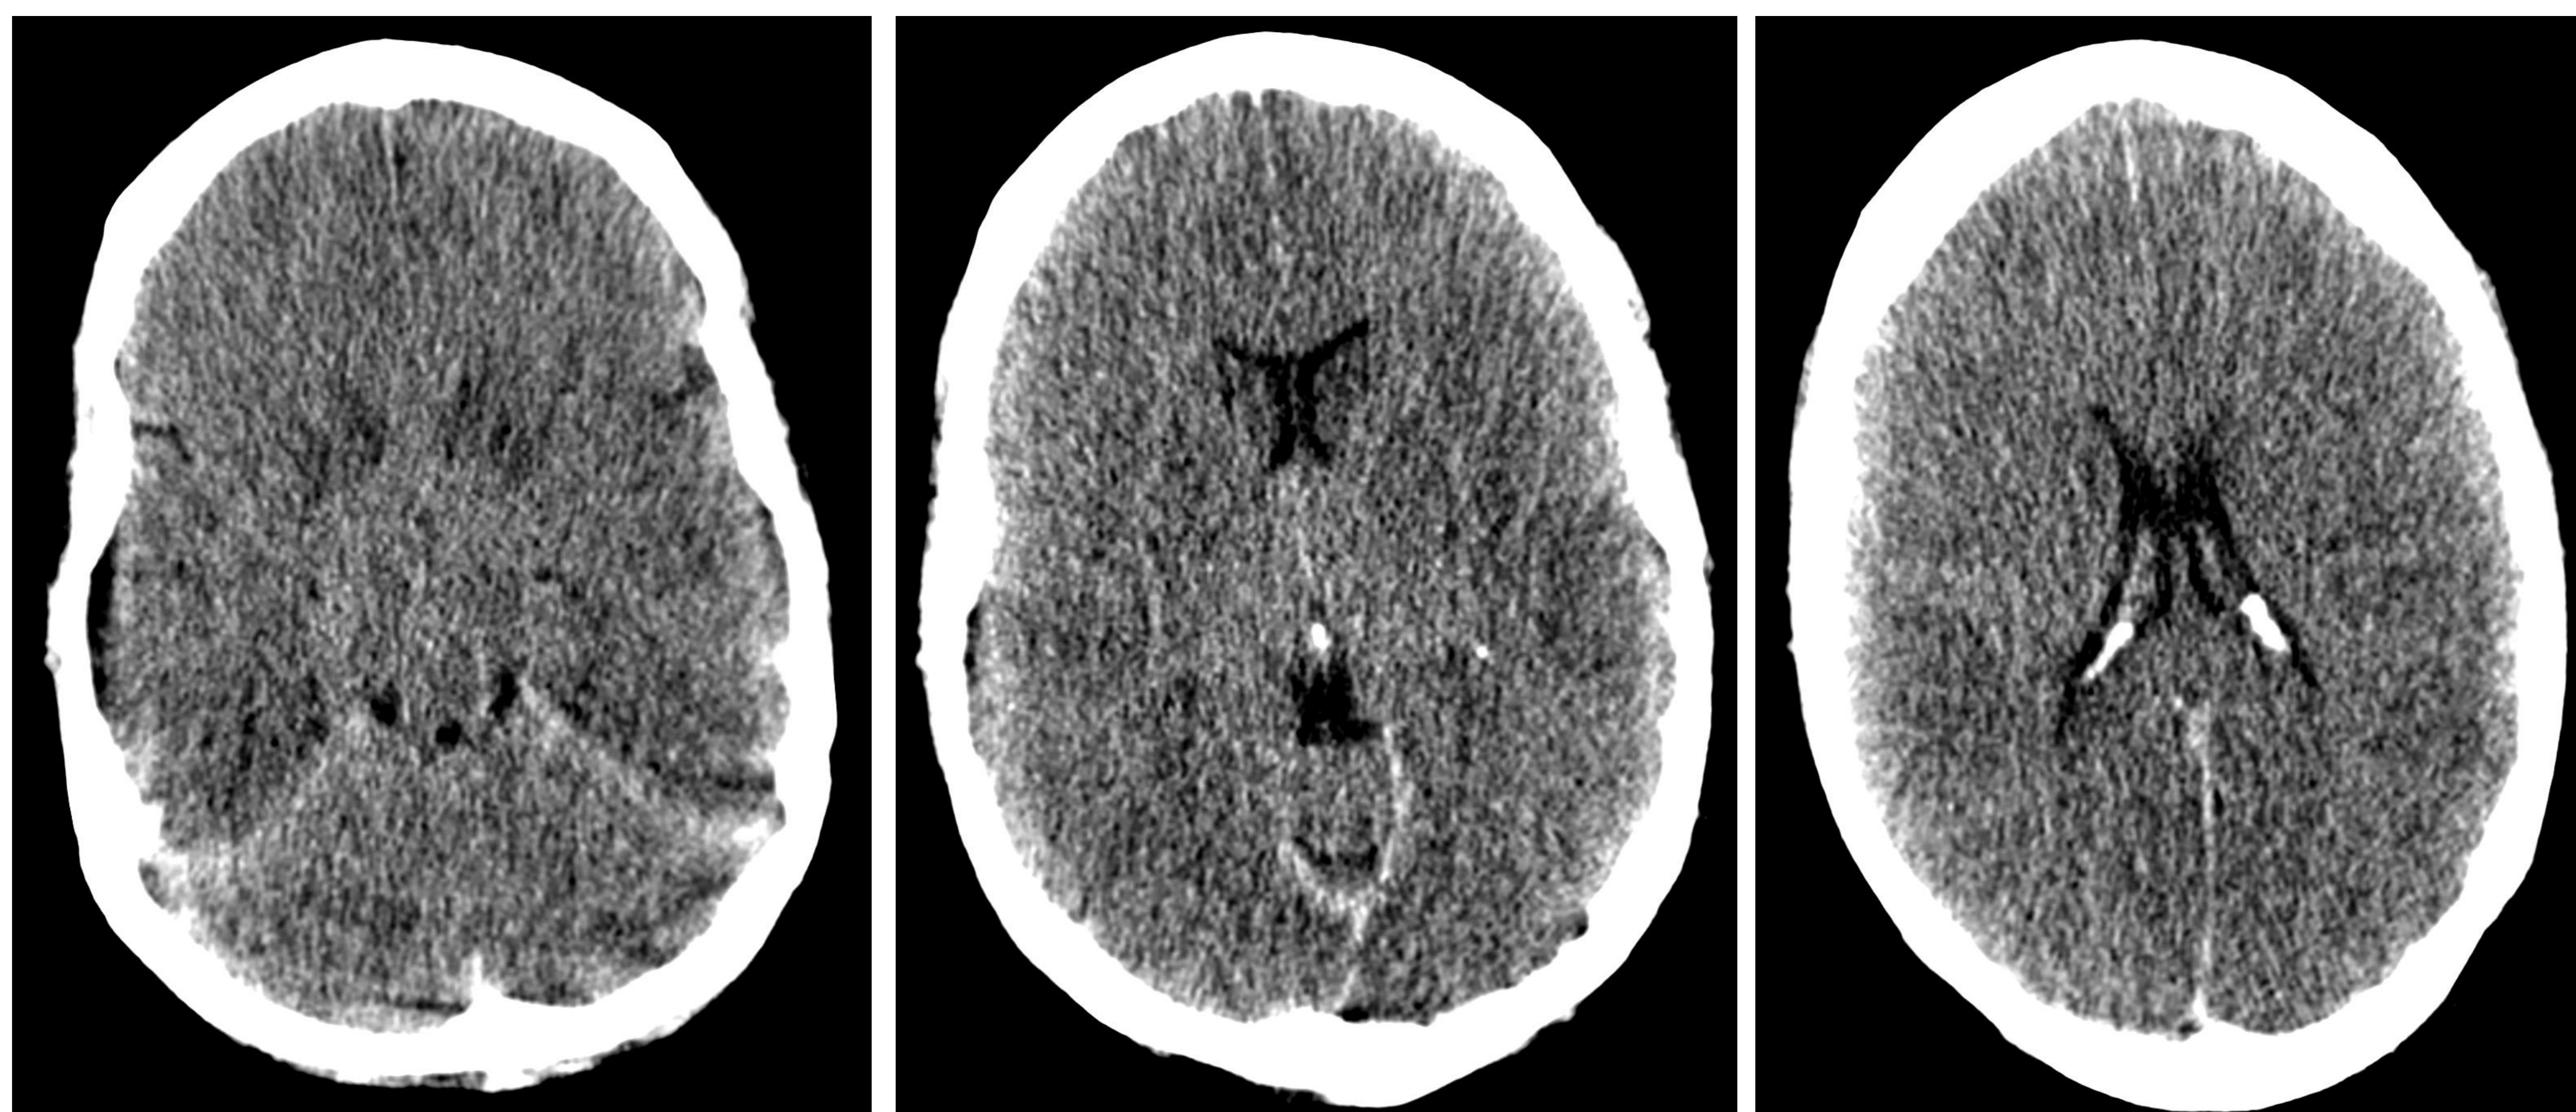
Cortes axiales de TC cerebral basal. Hipodensidad parenquimatosa cerebral generalizada y de los ganglios basales, con pérdida de la diferenciación sustancia gris-blanca, en relación con muerte cerebral. Paciente con PCR recuperada.
